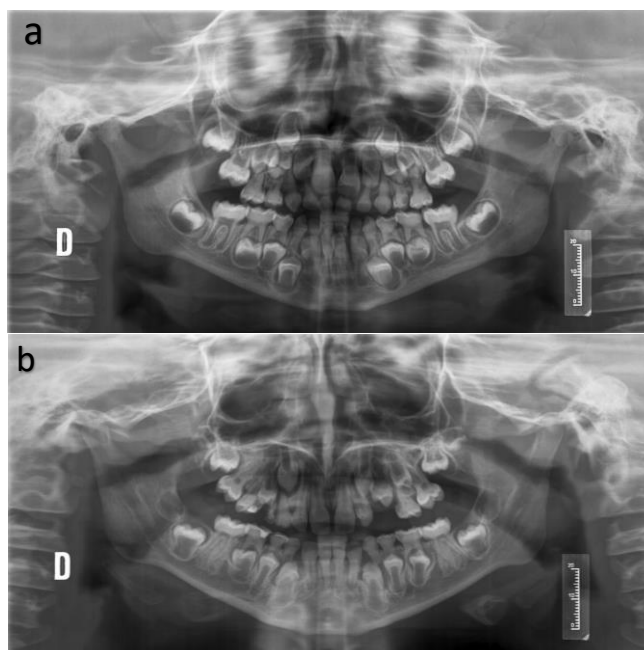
Ortopantomografías de pacientes con OI (a, b) en la que se pueden observar la acentuación de la constricción cervical, la obliteración de cámaras pulpares y conductos radiculares y la estrechez de las paredes radiculares.
